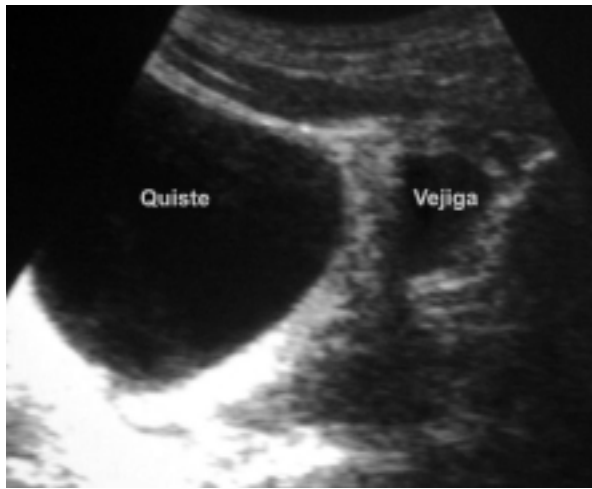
Ecografía transabdominal
